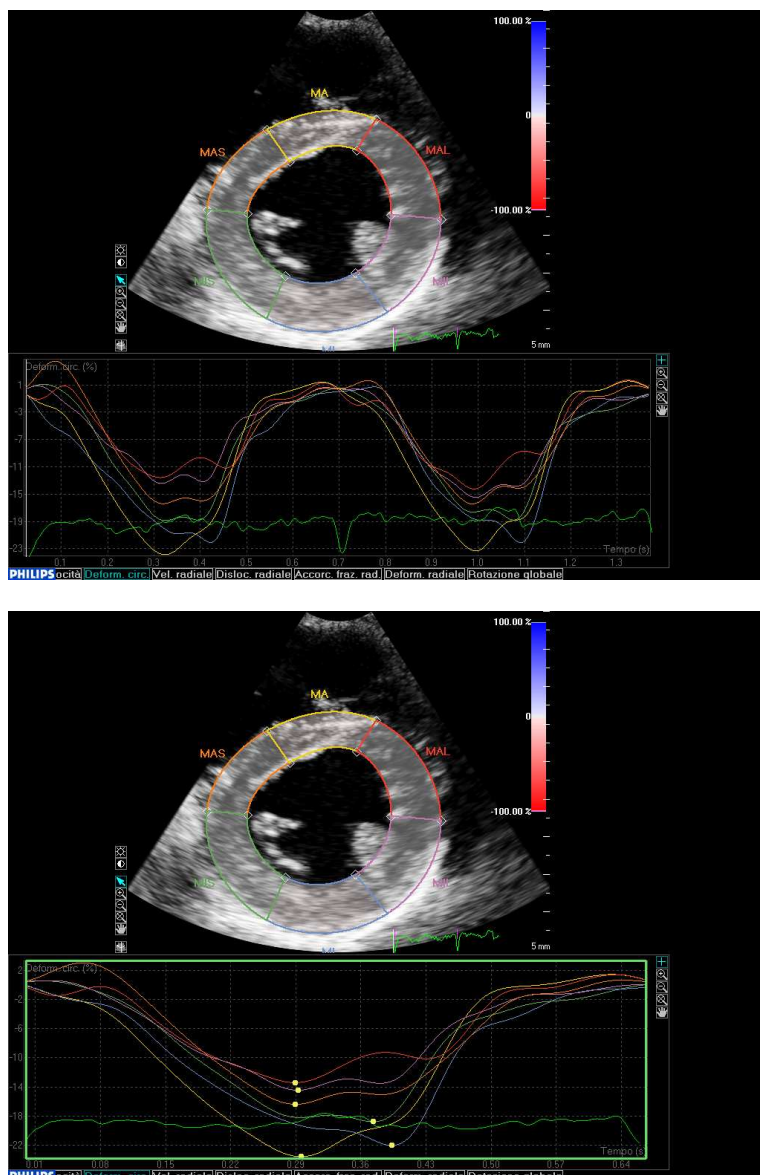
Lo strain circonferenziale è calcolato dalla finestra parasternale asse corto a livello dei muscoli papillari.
